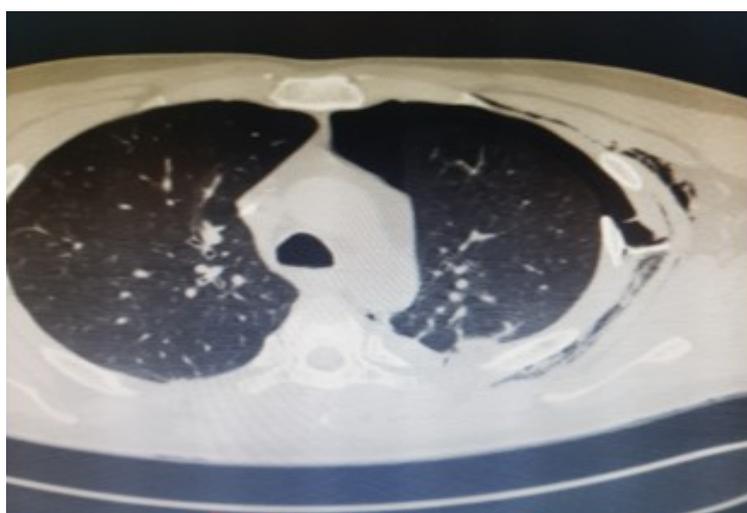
КТ – визуализируется перелом ребра, выступающий в плевральную полость, пневмоторакс.
